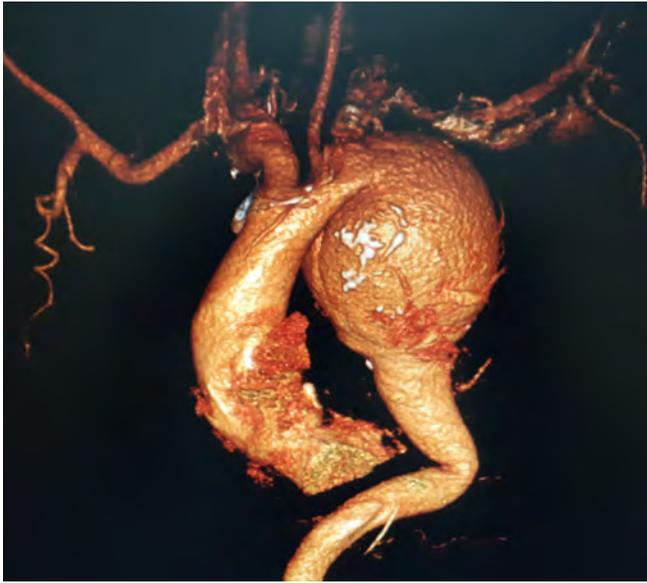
Reconstrucción angiotomografía de tórax.
